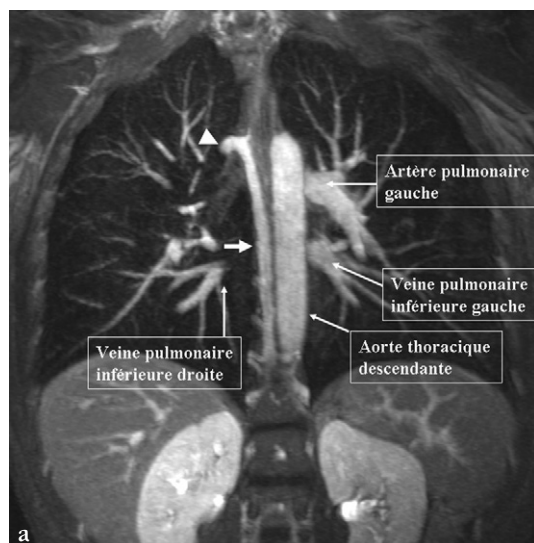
Angio-IRM avec injection de contraste au temps tardif.
